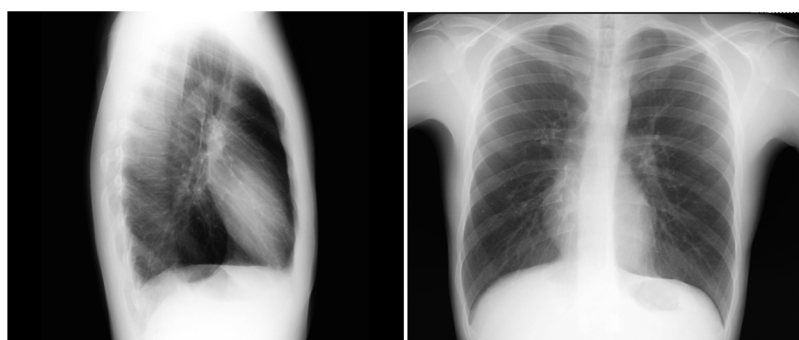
Imagen de radiografía de tórax del paciente.
